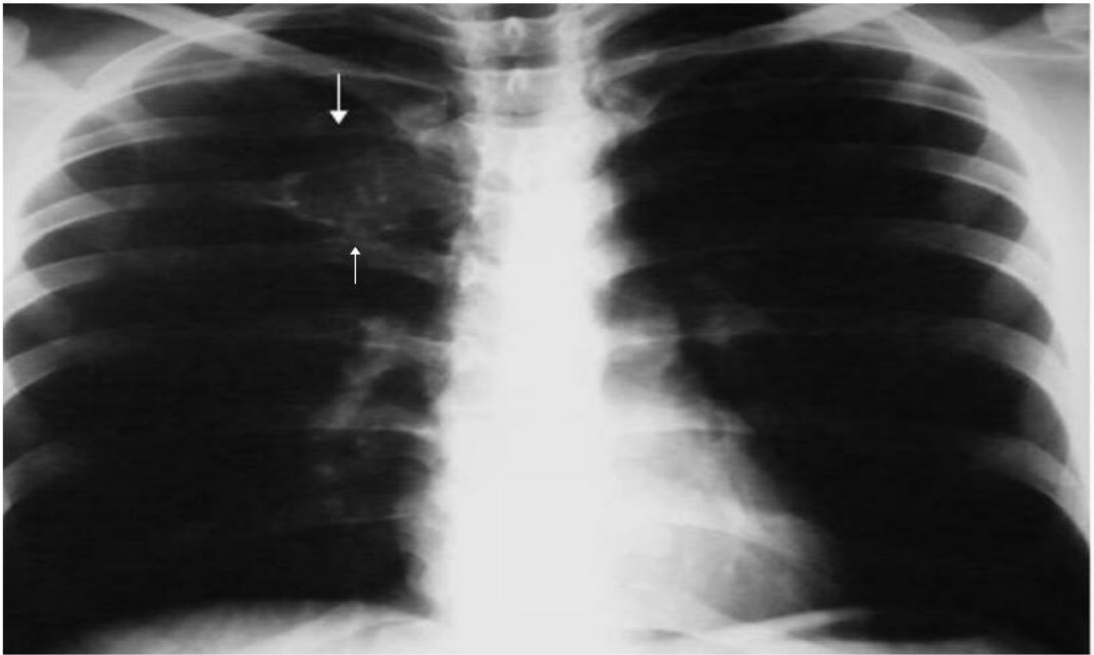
Radiographie du thorax de face réalisé chez le patient 2 montrant une lésion bien circonscrite, ayant un aspect en verre dépoli et siégeant au niveau de l'arc postérieur de la 5ème côte droite.
